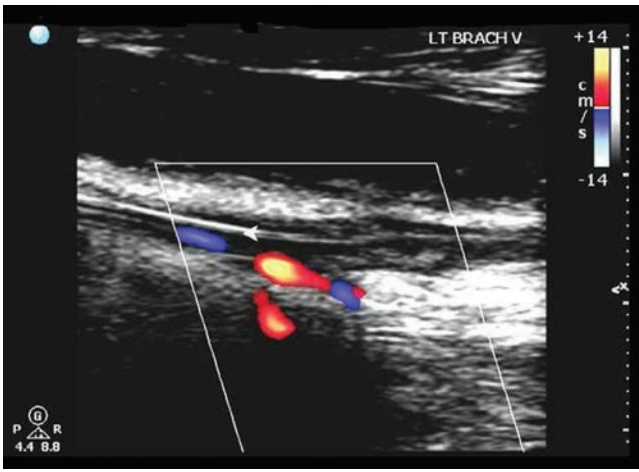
Ultrasonido doble de una vena braquial que contiene un trombo y un catéter central colocado por vía percutánea (PICC).
